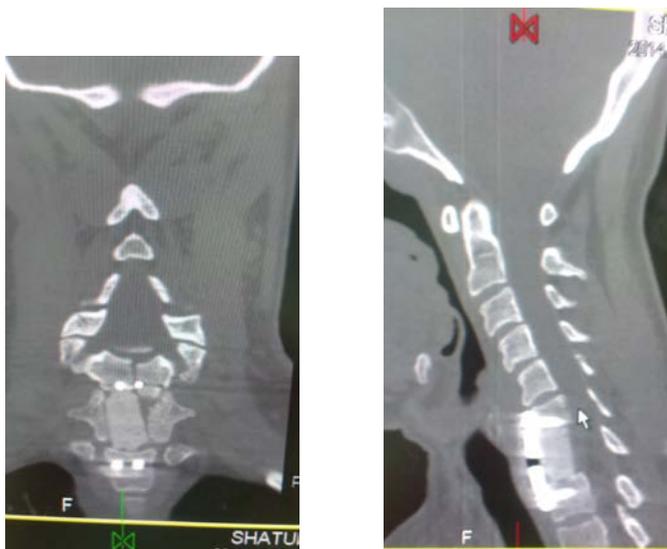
КТ больного Ш., 29 лет через 35 дней после операции межтелового спондилодеза с использованием УНИ
